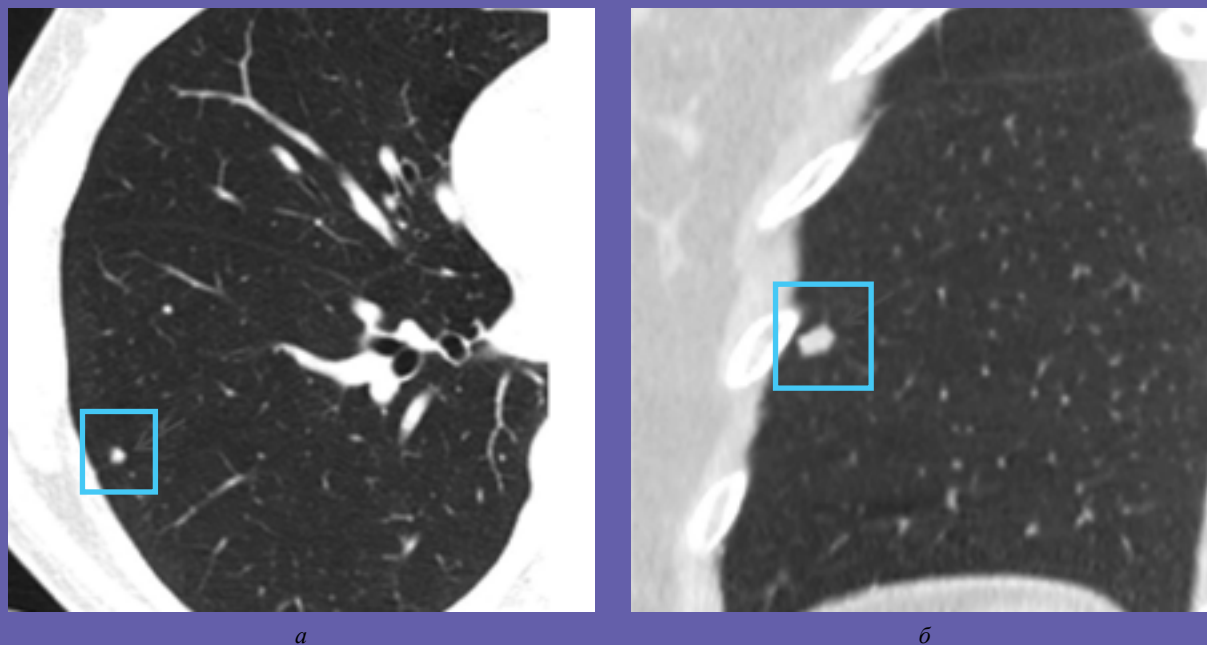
КТ грудной полости, аксиальная (А) и сагитальная плоскости (Б). Субплевральный внутрилегочный лимфатический узел полигональной формы, расположенный на стыке междольковых перегородок.
